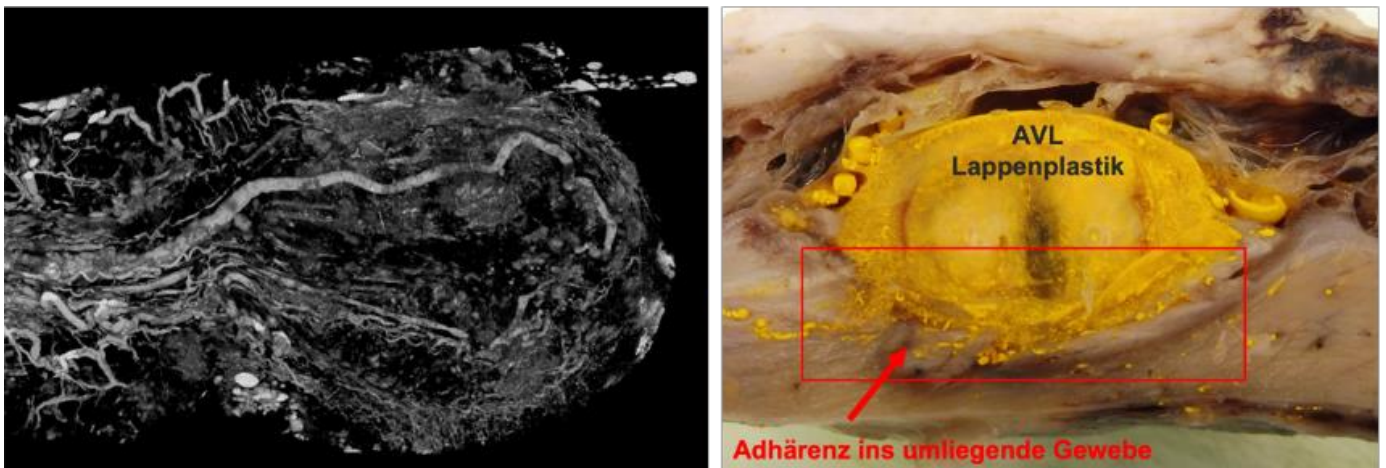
Sowohl im μ CT als auch makroskopisch konnte ein eindeutiges Anwachsen der AV Loop Lappenplastik in das umliegende Gewebe am Hals nachgewiesen werden.
